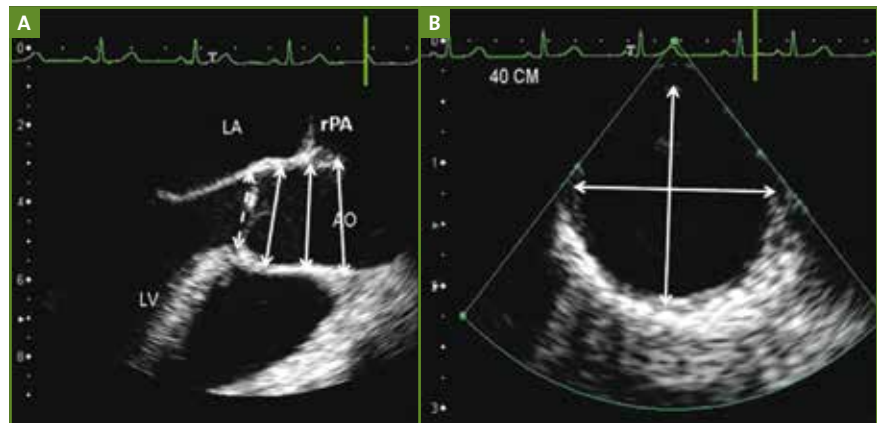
Échocardiographie transœsophagienne – Incidences grand axe et transversale de l'aorte ascendante (A) et descendante (B) – Lieu des mesures : sinus de Valsalva, début de l'aorte ascendante, aorte ascendante au niveau de l'artère pulmonaire droite ; aussi montrée, la mesure au niveau de l'anneau valvulaire aortique. AO : aorte ; LA : oreillette gauche ; LV : ventricule gauche ; rPA : artère pulmonaire droite.
